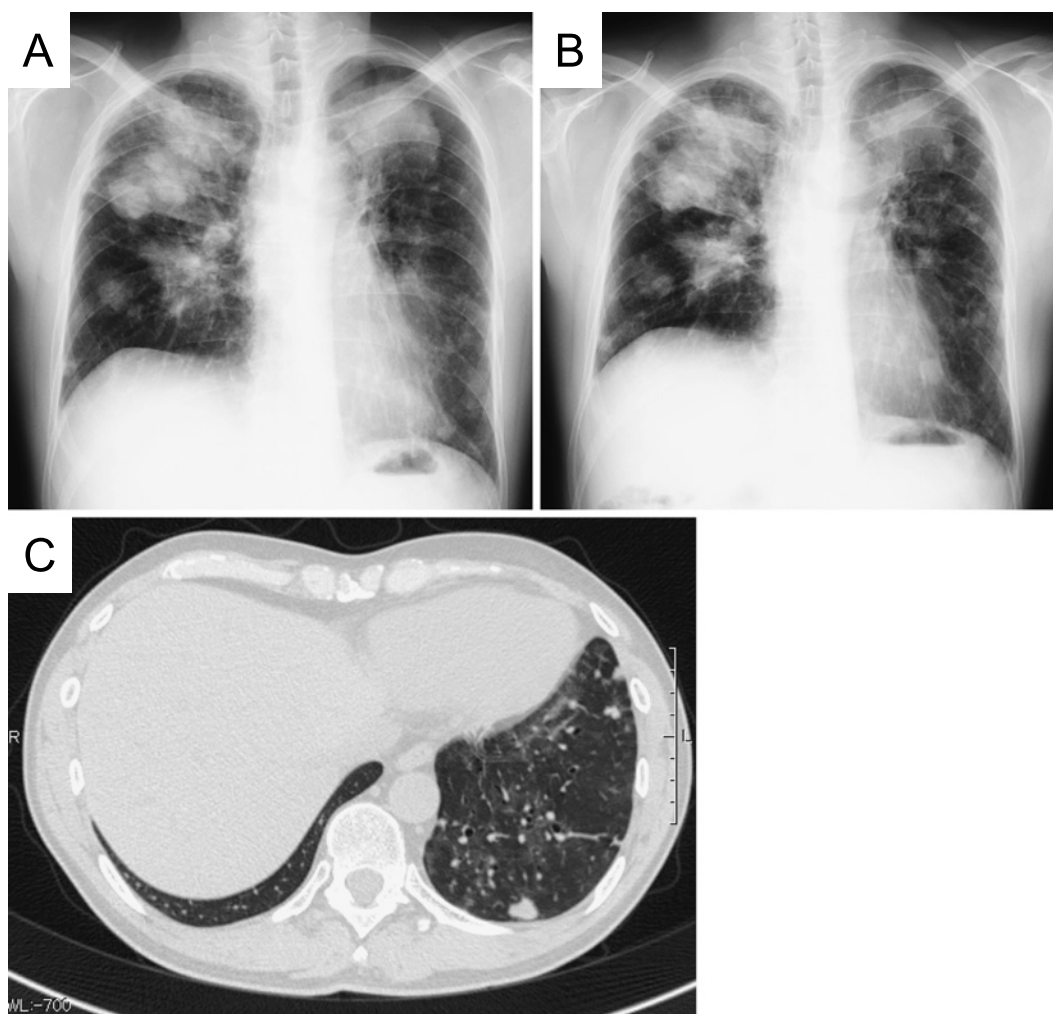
The interstitial shadow induced by nivolumab rapidly improved after the initiation of systemic steroid therapy. Chest X-ray (A: 15 days after nivolumab treatment; B: 2 months after the initiation of nivolumab treatment) and Chest CT (C: 22 days after the initiation of nivolumab treatment).
